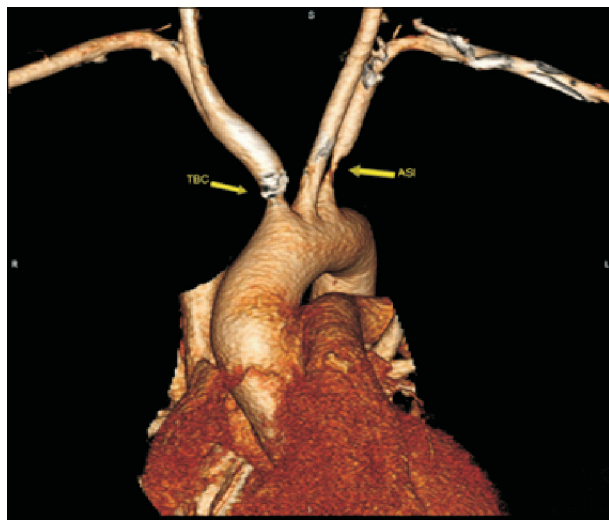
Angiotomografía de control a los 6 meses de tratamiento.
